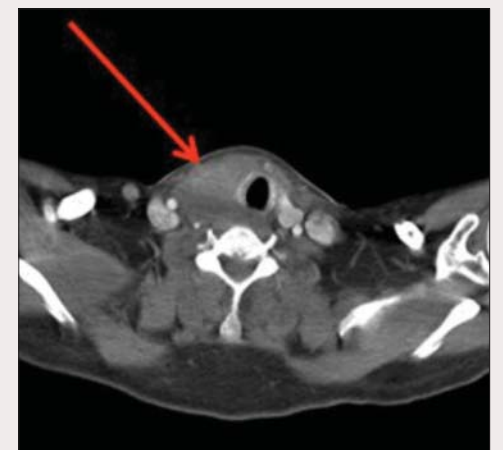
КТ шеи и верхней апертуры грудной клетки. Значительное увеличение щитовидной железы, преимущественно правой доли, со смещением трахеи влево
